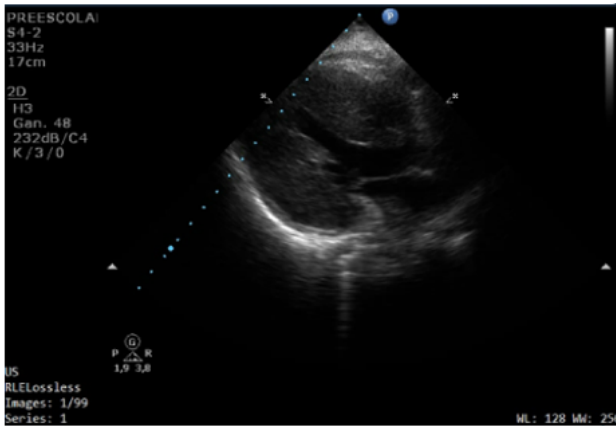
Ecocardiograma: VI no dilatado, con hipertrofia global.
